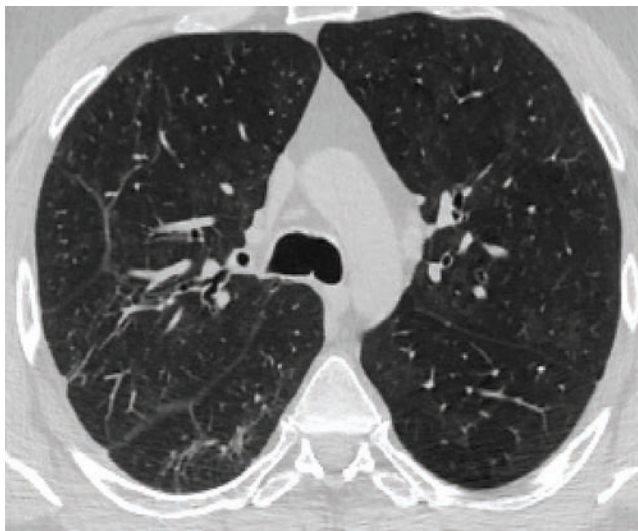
Компьютерная томография больного Н. 25.02.21
